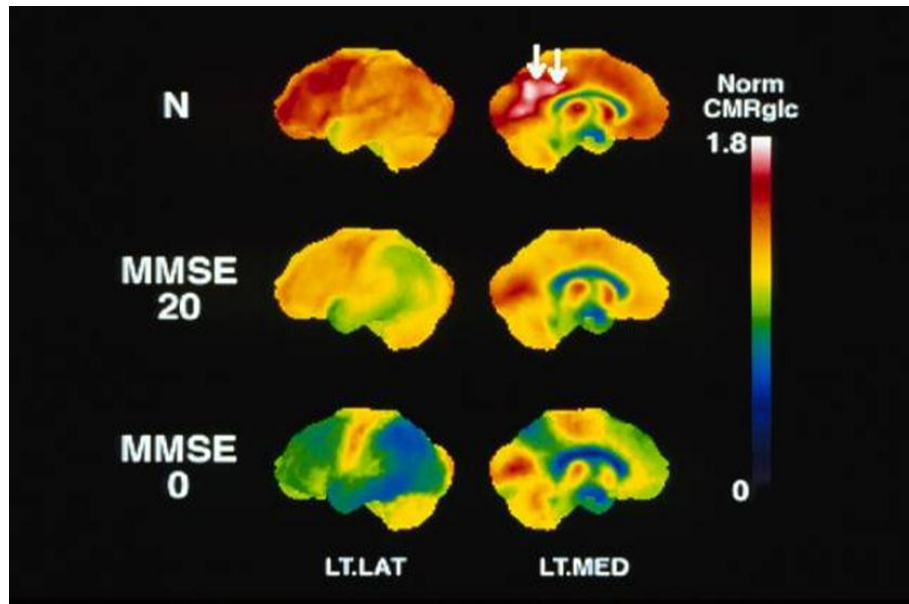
FDG-scan à différents stades de la maladie
